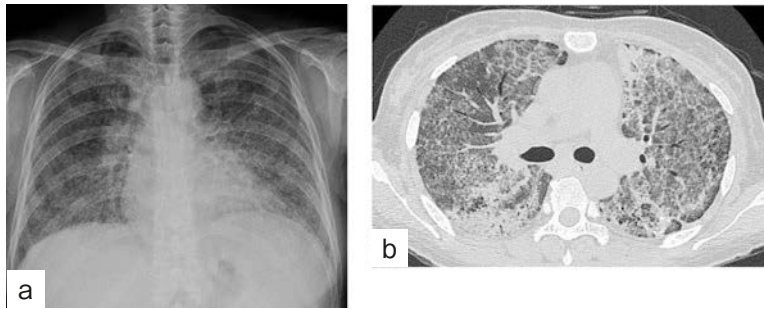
Chest X-ray (a) and chest CT (b) before the second bronchoscopy. The chest X-ray shows diffuse small pulmonary opacities and diffuse consolidation, and the chest CT revealed a typical crazy-paving pattern.
